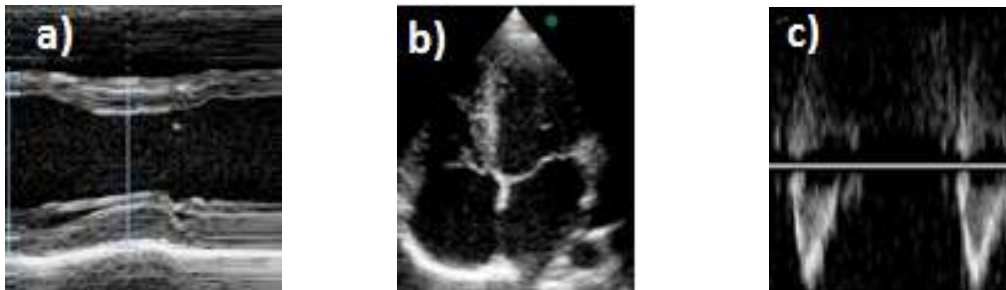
Imagens dum ecocardiograma: a) modo-M do VE; b) corte bidimensional apical-4C do VE; c) doppler contínuo do fluxo aórtico
